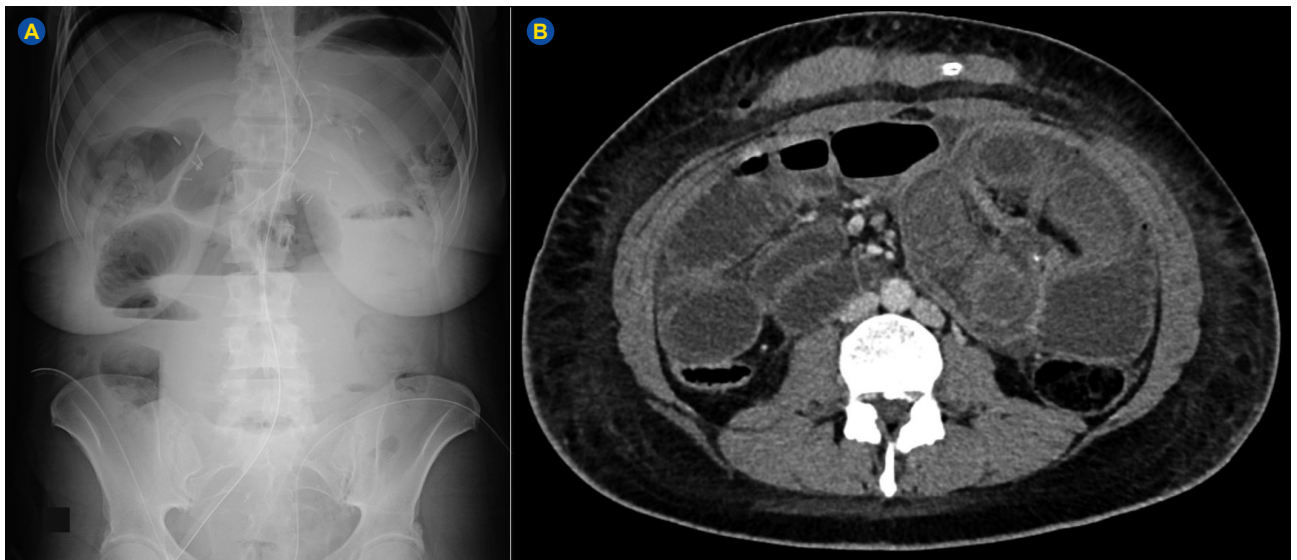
Abdominal plain radiography (A) and CT scan (B) showing air–fluid levels and jejunojejunal intussusception
